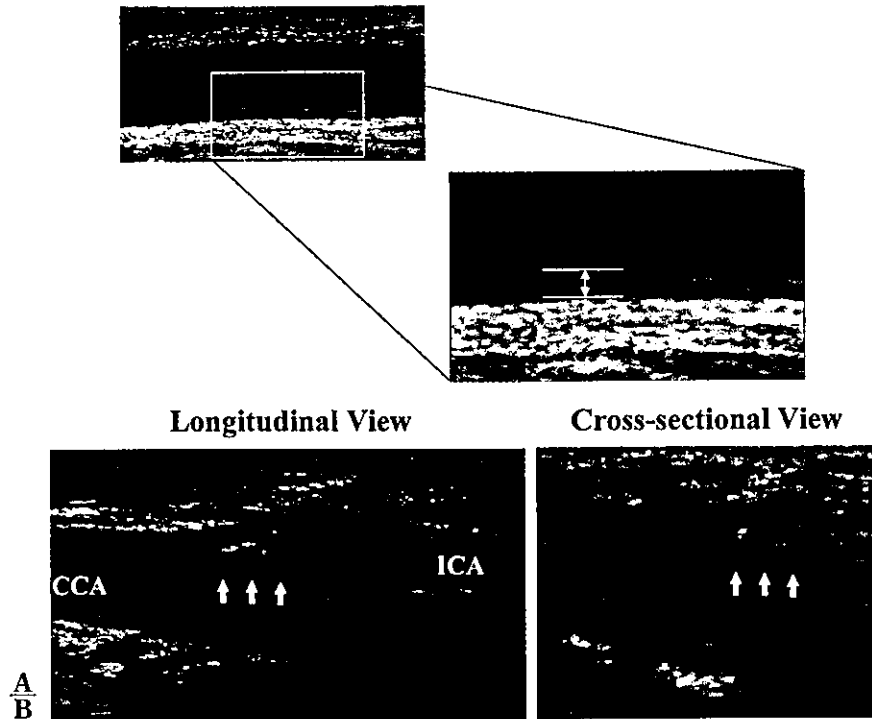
Ultrasonographic evaluation for carotid atherosclerosis
